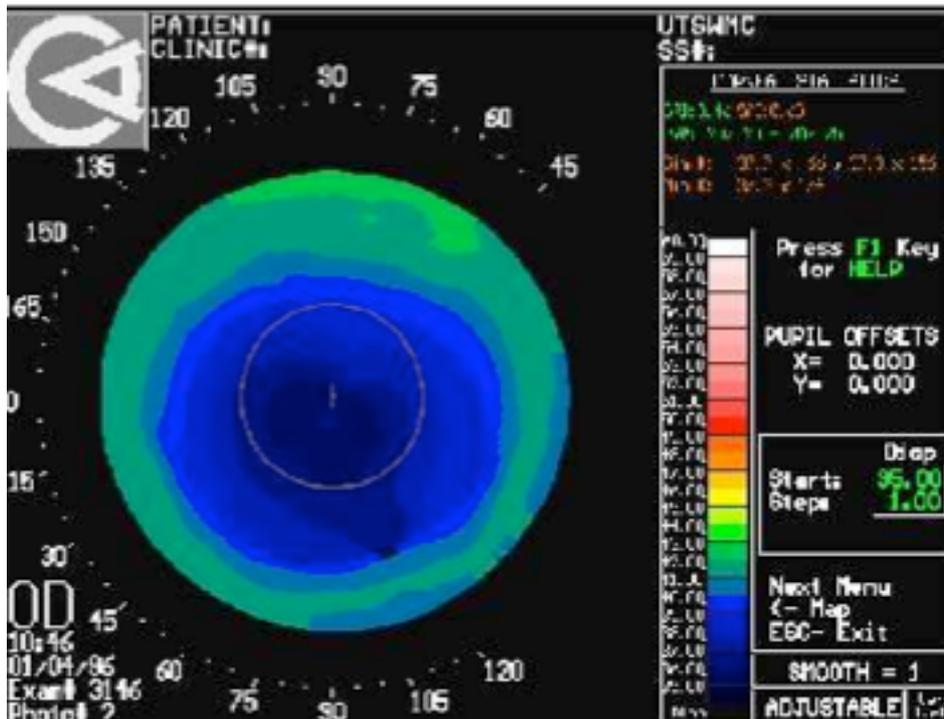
Tomografia di una cornea per la miopia
